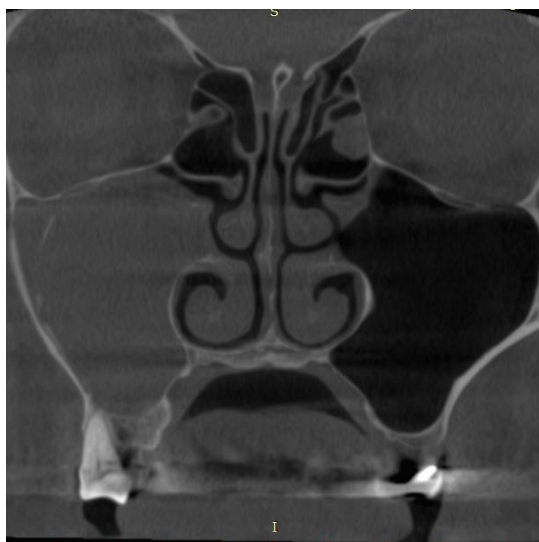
КТ приносних пазух, корональна проекція
